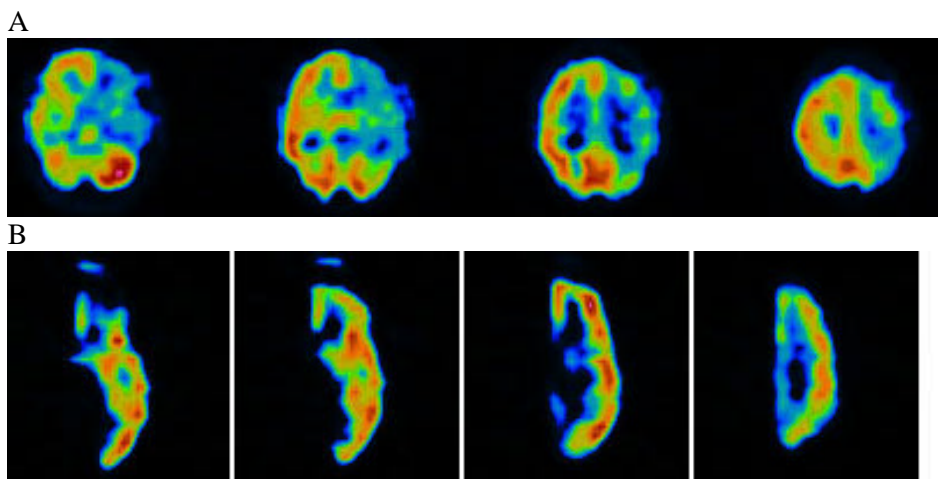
SPECT del TAS de dos pacientes a los que se les inyectó el amobarbital sódico en la ACI izquierda. En la primera (A) el ^{99m}Tc -HMPAO se inyectó a través de una vena del antebrazo, coincidiendo con el inicio de la hemiparesia contralateral. Las zonas irrigadas por el amobarbital quedan en tonos oscuros (azul o verde), al demostrar los efectos de hipoperfusión o hipofunción provocados por el anestésico. En la segunda (B), el ^{99m}Tc -HMPAO se administró a través de la ACI conjuntamente a la administración del amobarbital. Las zonas irrigadas por el amobarbital quedan en tonos claros (rojo y naranja), al demostrar directamente la irrigación o distribución intracerebral del amobarbital. Se trata de dos imágenes inversas, como si una fuera el negativo fotográfico de la otra.
